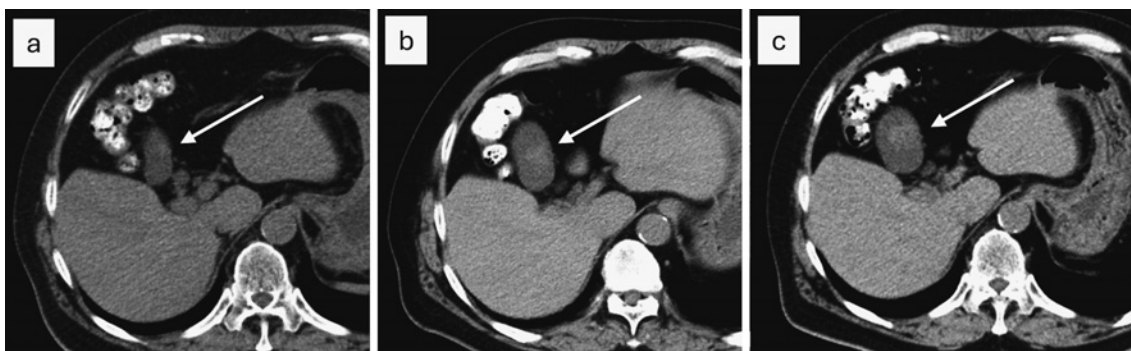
単純CT：(a) 病変同定の2年前, (b) 同1年前, (c) 同半年前
